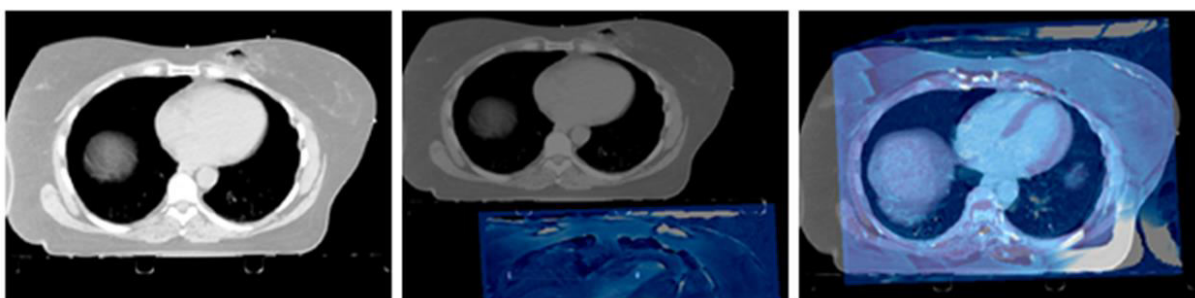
Reine CT-Aufnahme (links); CT-Aufnahme mit MRT-Aufnahme (4CH) als Floating (Mitte); CT- und MRT-Aufnahme übereinander (rechts)
